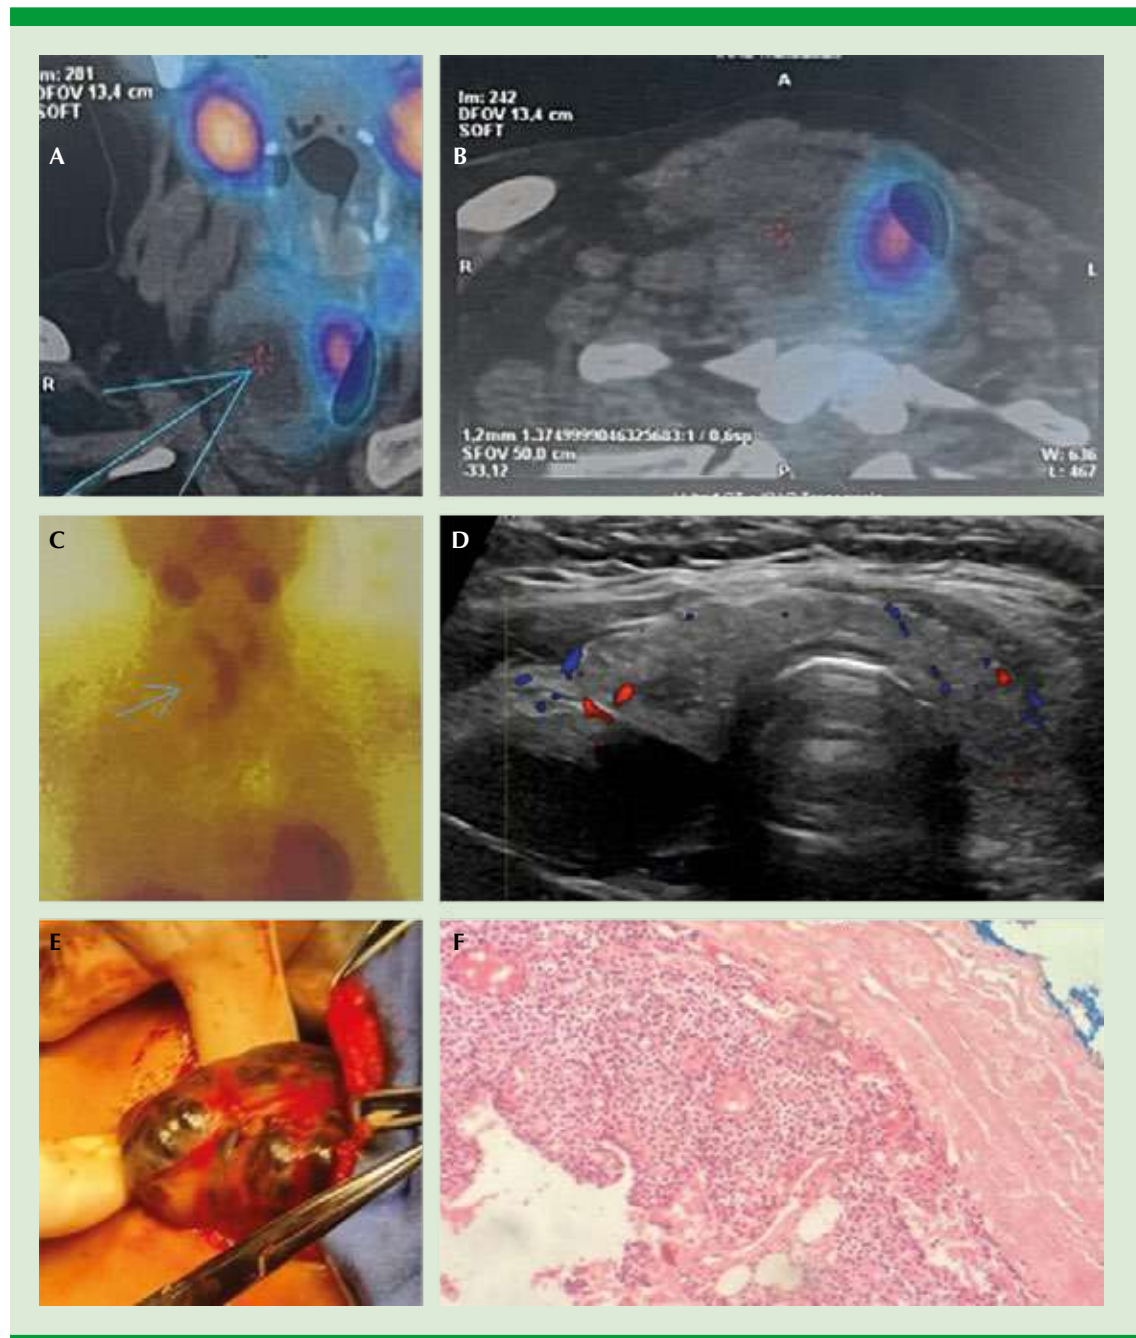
A y B. SPECT-CT en corte coronal y axial que evidencia captación del radiofármaco del tejido tiroideo, pero no de la lesión quística (asterisco rojo y flecha azul). C. Gammagrama que señala la lesión (flecha azul) hipocaptante. D. Ultrasonido de cuello con una lesión quística y sólida lateral y posterior al lóbulo tiroideo derecho. E. Exposición transquirúrgica de la lesión, se observa multilobulada. F. Corte histológico teñido con hematoxilina-eosina con pared revestida por células claras y oxífilas dispuestas con crecimiento difuso, alterna con espacio quístico.
